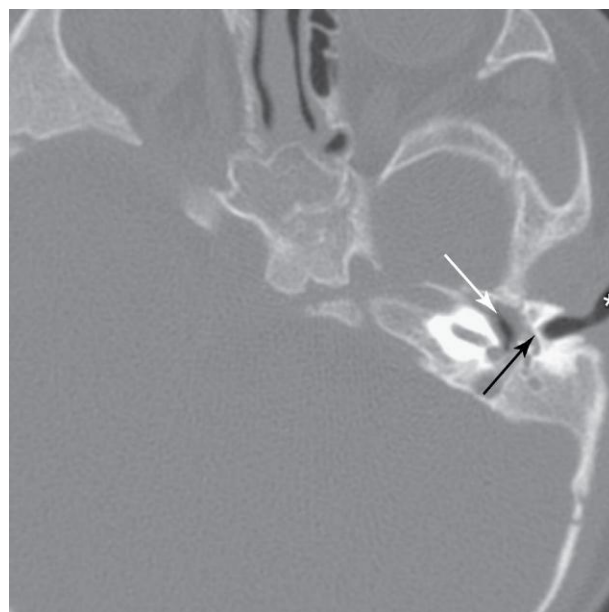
Imagen de tomografía computarizada correspondiente a un lactante de 9 meses con atresia del conducto auditivo externo (*). Se puede observar la atresia de la placa ósea (flecha negra) y la cavidad del oído medio (flecha blanca). (Por cortesía del doctor Gerald S. Smyser, Altru Health System, Grand Forks, North Dakota.)
